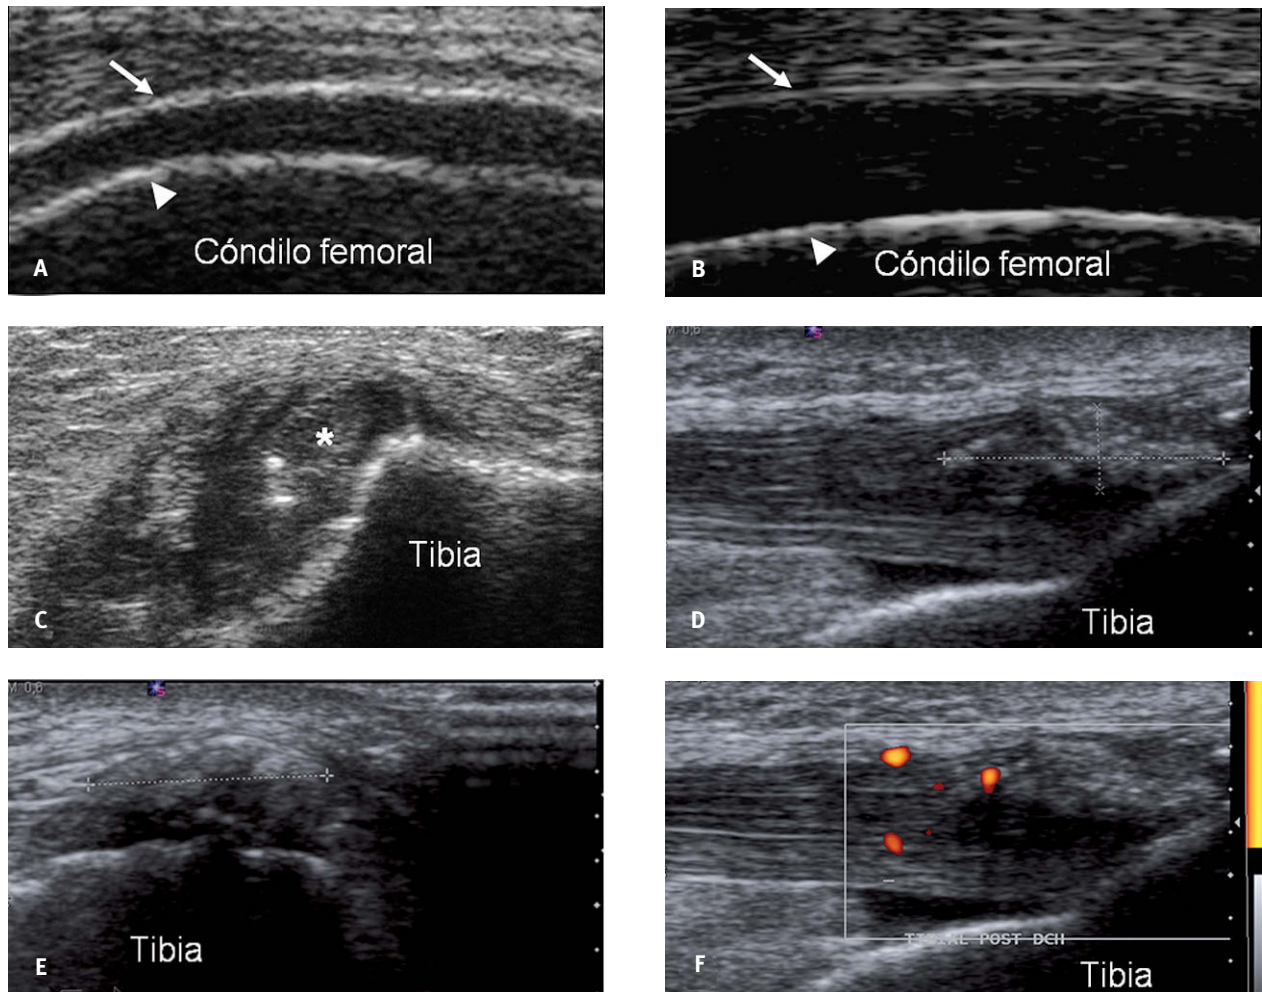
Imágenes ecográficas de gota. A: corte longitudinal del cartílago hialino del cóndilo femoral en el que se aprecia el signo del doble contorno o del refuerzo, producido por el depósito de ácido úrico en la superficie del cartílago articular (flecha). B: cartílago normal; la superficie articular del cartílago aparece como una fina imagen hiperecoica de menor grosor que el hueso subcondral (cabeza de flecha); compárese con la imagen A, en la que el grosor de hueso subcondral y la interfase de superficie muestran un grosor equivalente. C: corte transversal del tendón tibial posterior (*) en el que se aprecian dos imágenes redondeadas hiperreflectantes en el seno del tendón (signo de la perla). D y E: cortes longitudinal y transversal, respectivamente, del tendón rotuliano distal, en los que se aprecia un tofo (limitado por los marcadores de medida +), pérdida del patrón fibrilar por acumulación intratendinosa de ácido úrico. F: señal Doppler intratendinosa y en los alrededores del tofo.
